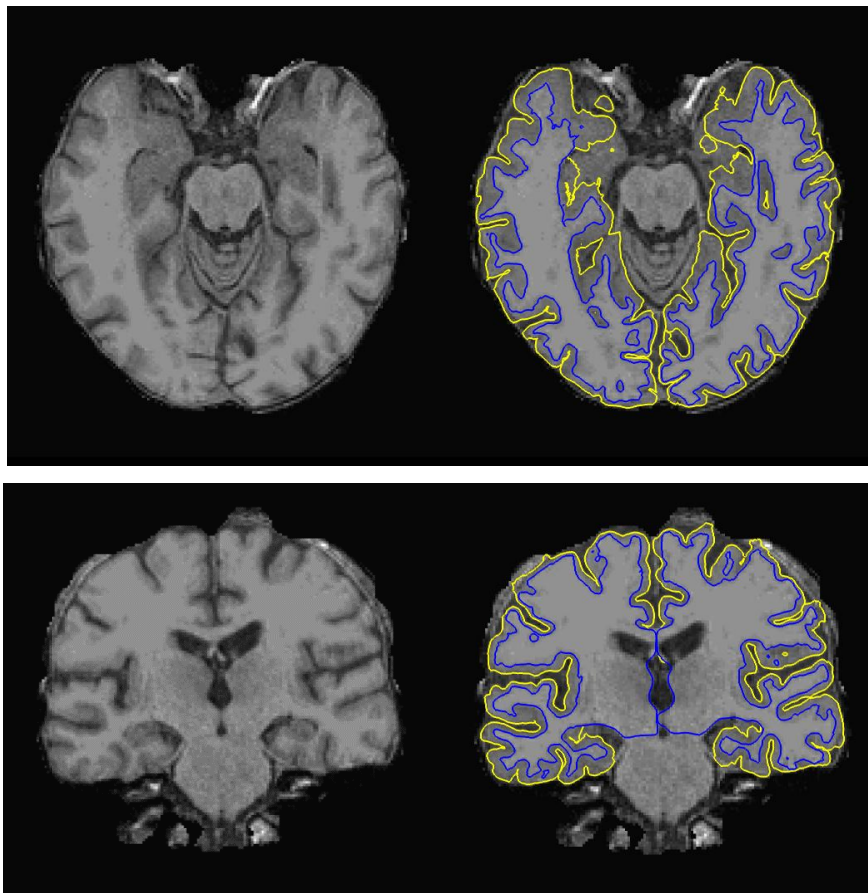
Veranschaulichung der oberflächen-basierten automatisierten Segmentierung mit FreeSurfer:¹³⁷ Markierung der pial surface (Grenze zwischen Pia mater und Liquor cerebrospinalis) in Gelb und der white surface (Grenze zwischen grauer und weißer Substanz) in Blau in einem normalisierten craniellen MRT nach Entfernung des Schädelknochens. Quelle: eigene Daten.
